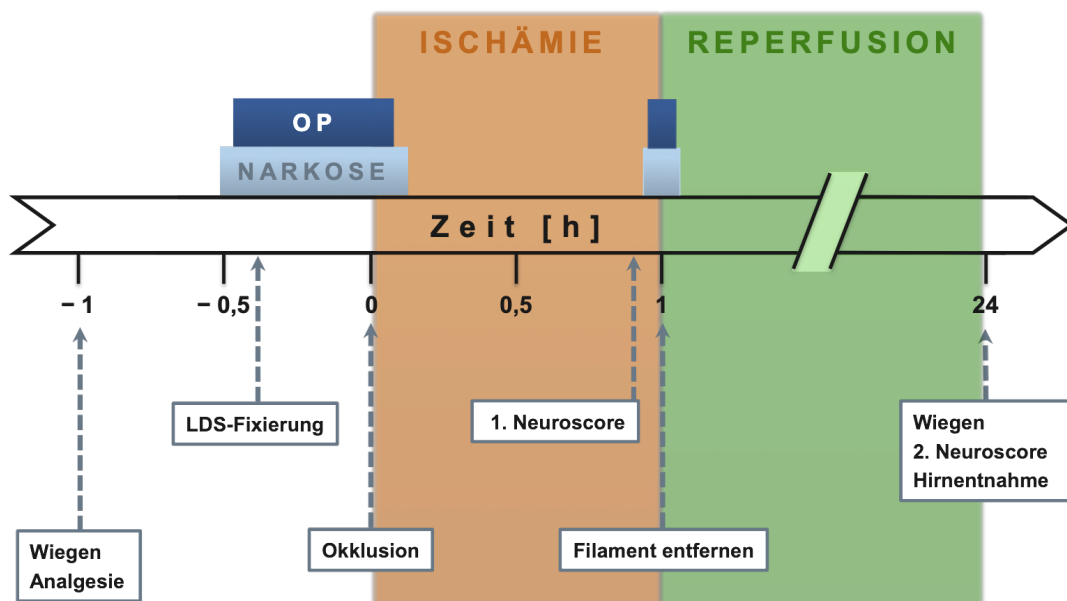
Zeitlicher Ablauf der fMCAO. Die Abbildung stellt den Ablauf der fMCAO samt der perioperativen Phase und dem Vorgehen nach dem Ende der Reperusionszeit dar. In der Zeit von $t = -1$ h bis $t = +1$ h ist der Ablauf der fMCAO für alle Versuchsgruppen dieser Arbeit gleich (weiße und orange Fläche). Die Dauer der Reperusionszeit (grüne Fläche) wurde für die Gruppen zur Bestimmung der Gpx4 Protein-Level („Western Blot (WB)-Gruppen“) zum Teil kürzer gewählt (s. 3.6.2). LDS = Laser-Doppler-Sonde.
